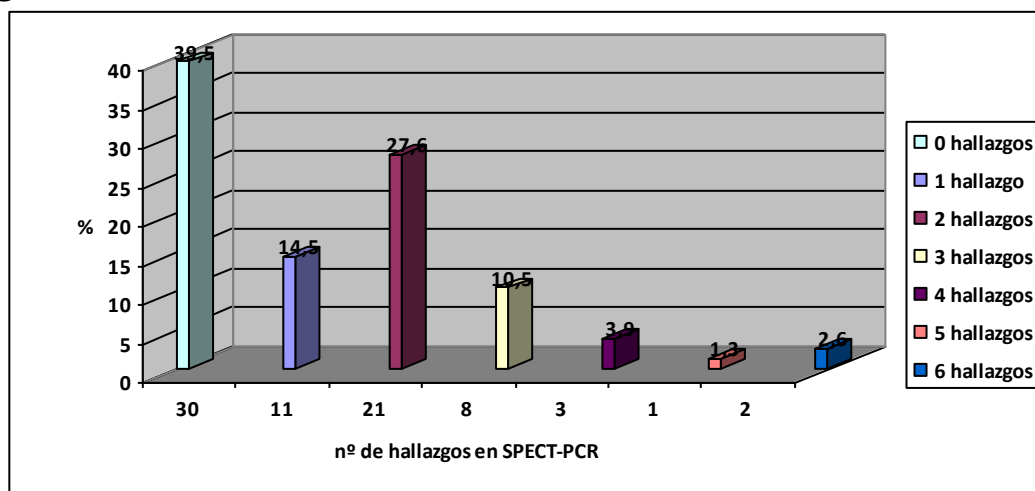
Distribución del número de hallazgos en la SPECT-PCR en la muestra (valor absoluto y porcentajes).
